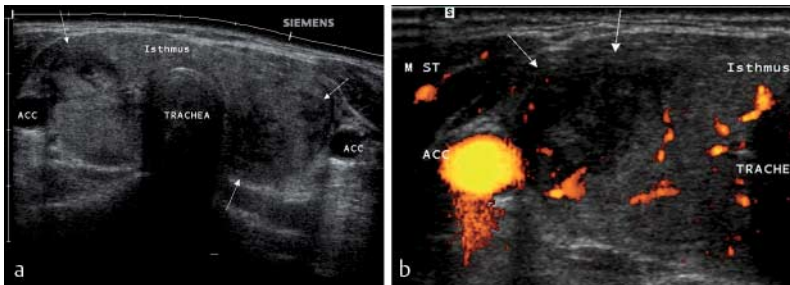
Thyreoiditis de Quervain. 40-jährige Patientin. Seit 3 Wochen Halsschmerzen, Fieber, erhöhte BSG. a Sonografisch in beiden Schilddrüsenlappen irregulär begrenzte, echoarme bis echofreie Areale abgrenzbar (Pfeile). Unter Sonopalpation deutlich druckschmerzhafte Schilddrüse. b Farbdopplersonografisch lässt sich, auch in hochsensitiver Technik (Powerdoppler), in den echoarmen (echofreien) Bezirken keine Durchblutung detektieren.
